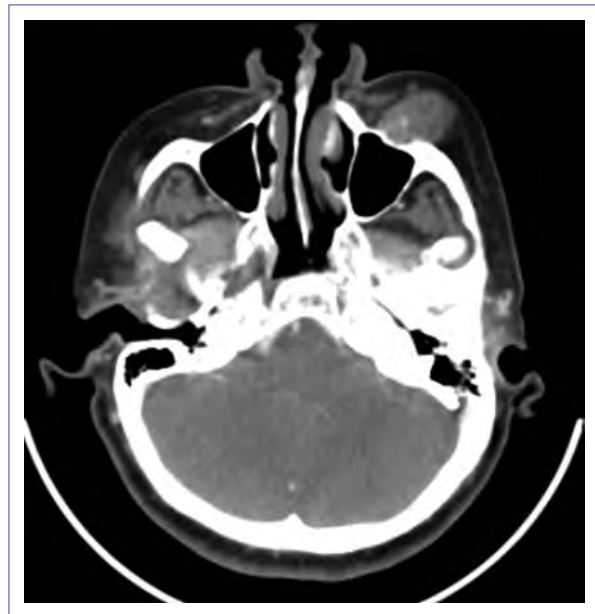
CT scan of the head revealing a heterogeneous left maxillary tumor, with bone destruction, extending into surrounding soft tissue.
